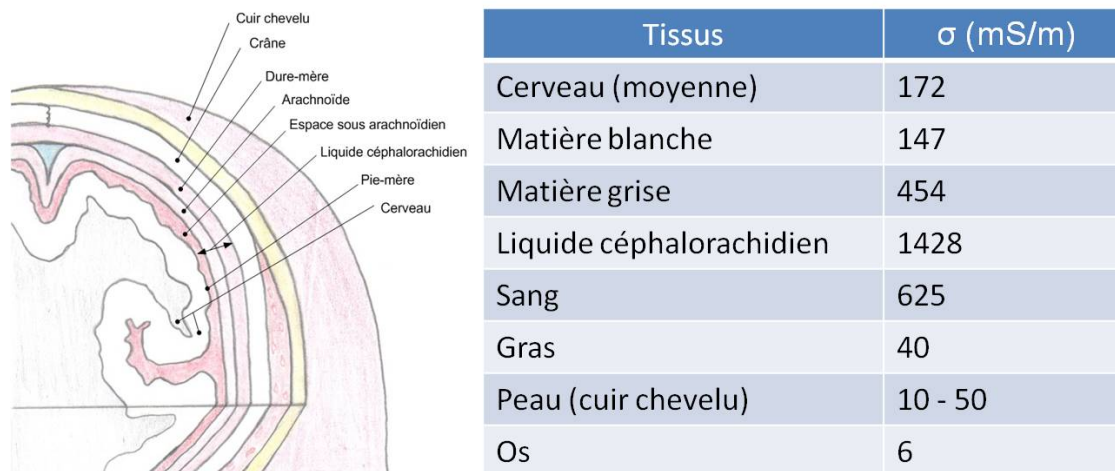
Conductivité moyenne des tissus de la tête aux fréquences couramment utilisées en tomographie d'impédance électrique (Malmivuo et Plonsey, 1995).
